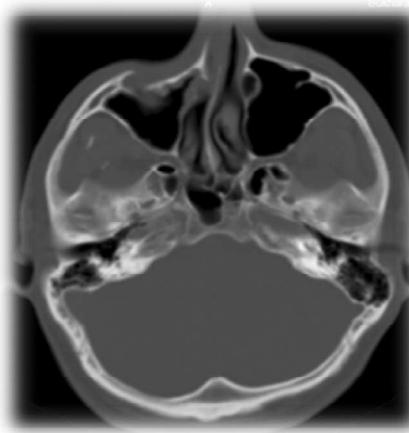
№1. Компьютерно-томография.
